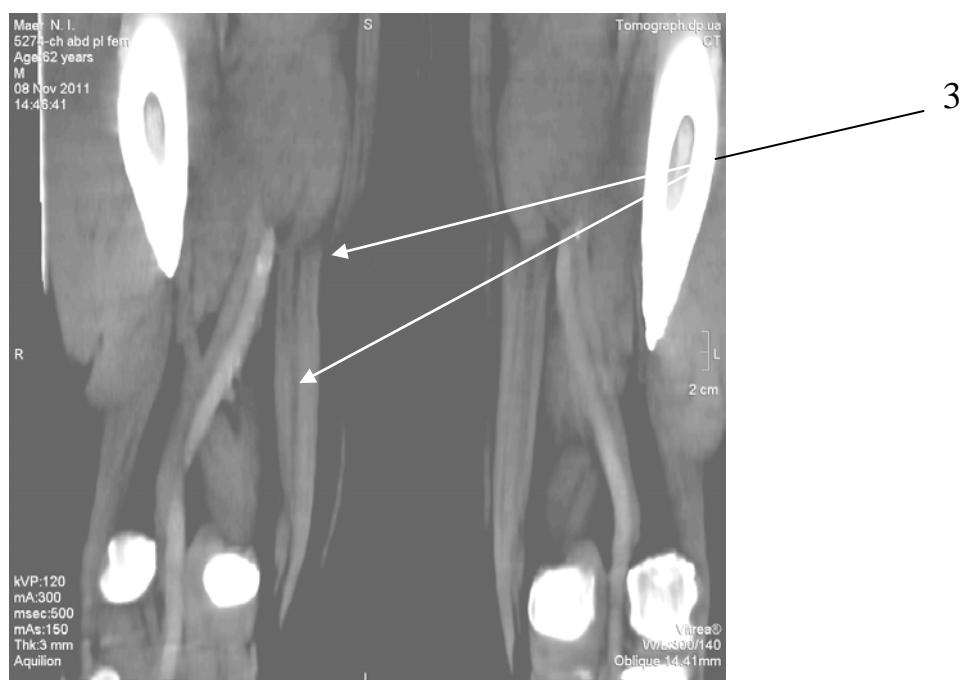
Сканограма комбінованої КТ–флебографії (стегна, ділянки колінних суглобів), (1 – нижня порожниста вена з қава-фільтром, в інфрагенальному сегменті, часткова прохідність қава-фільтра; 2 – зовнішня здухвинна вена з організованими тромбами; 3 – ПСВ з пристінковими тромбами, тотальна реканалізація).
